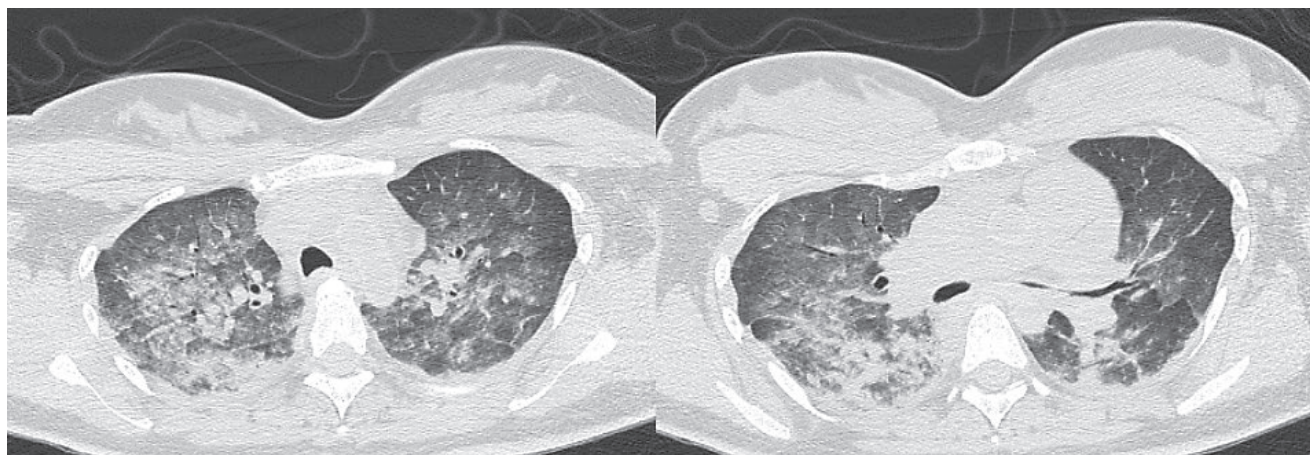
Посмертная нативная МСКТ грудной клетки через 1,5 ч после смерти. Аксиальный срез, легочное окно. Смерть в результате эмболии околоплодными водами, осложненной отеком легких. При отеке легких (в данном случае) отсутствуют гомогенные участки «матового стекла» в нижележащих отделах легких с демаркационной линией (сравните со случаем гипостаза на рис. 14) [52].
